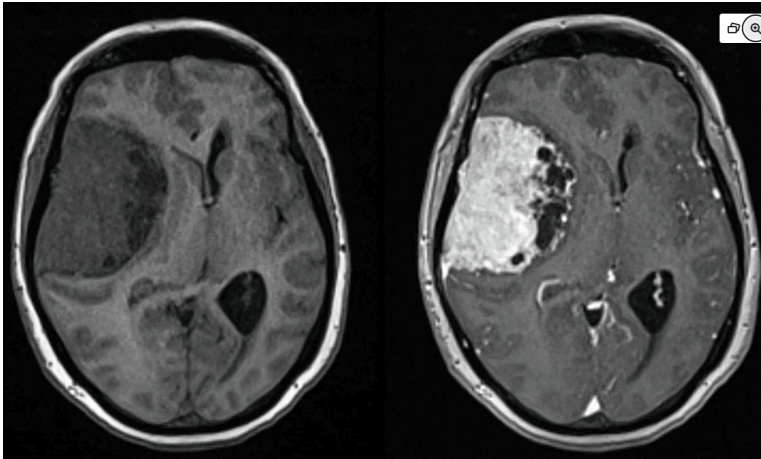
IRM cérébrale sans puis avec injection, montrant le rehaussement intense d'une tumeur extra parenchymateuse à contact méningé (17)
